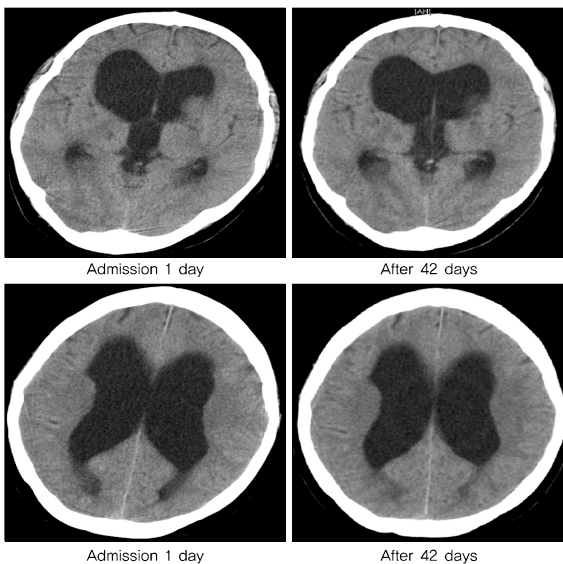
Comparison Brain CT between Admission 1 day and after 42 days.
